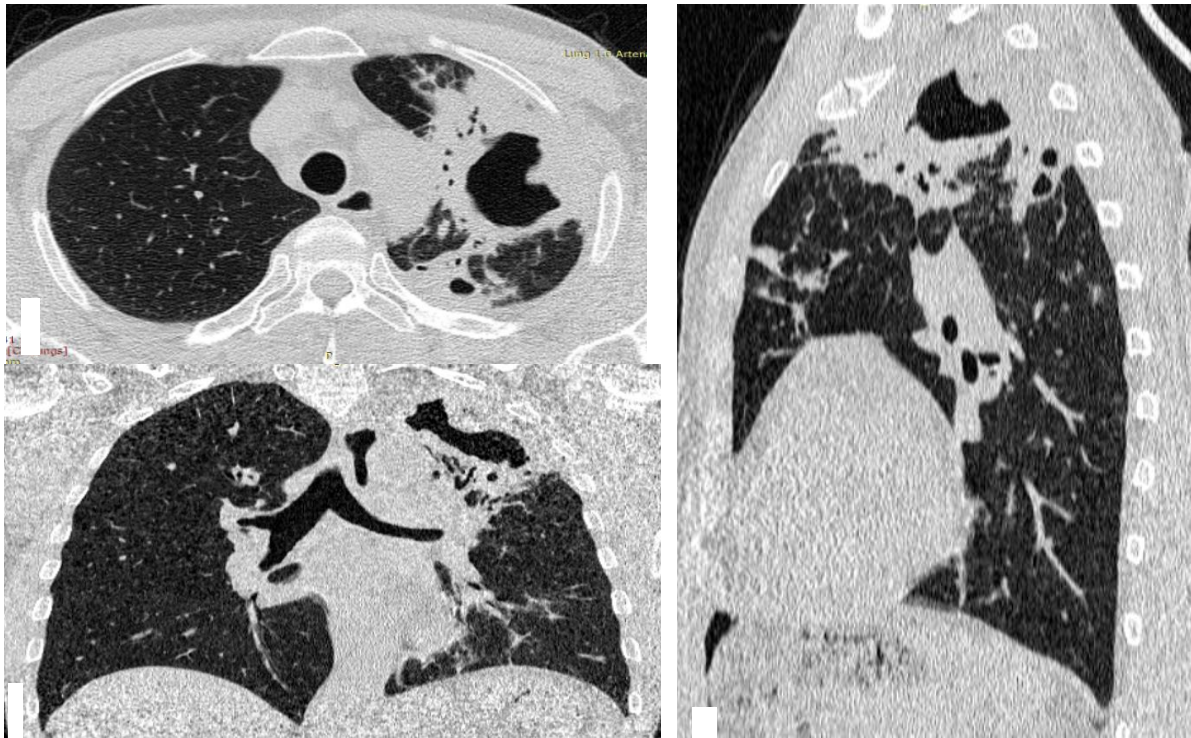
МСКТ органов грудной полости от 25.10.2017 : легочный режим (а – аксиальная; б – сагиттальная; в – коронарная плоскость) – через 1.5 месяца после начала лечения
